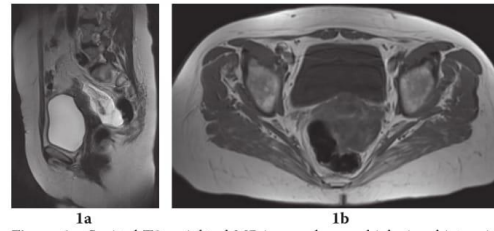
Sagittal T2-weighted MR image shows a high signal intensity multilocular lesion in the recto-uterine pouch.
